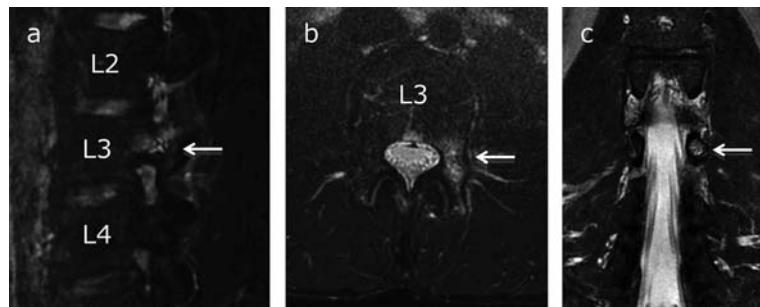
MRI STIRの画像所見が診断に有用であった症例(文献8より画像引用)
